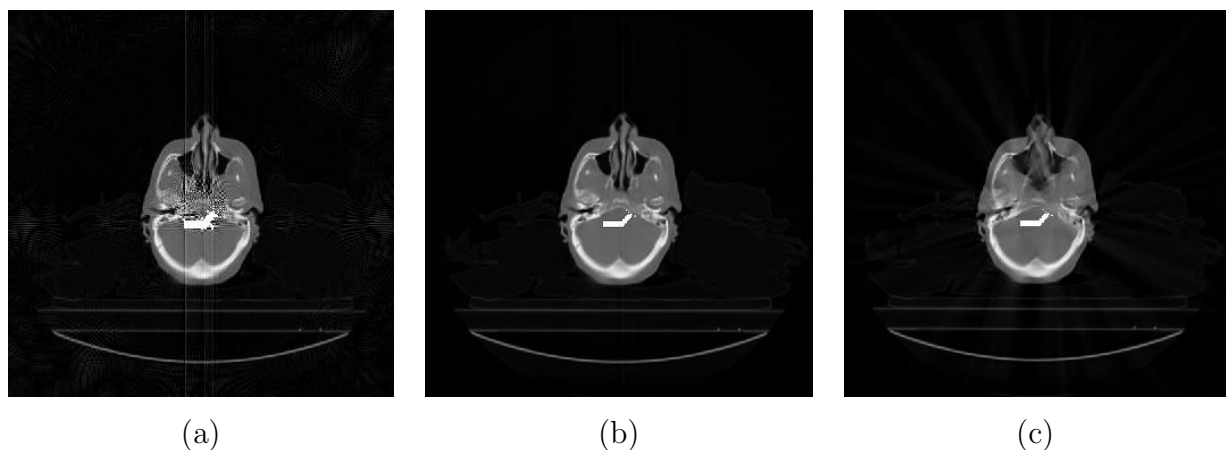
Imagens de CT de cabeça: (a) com região de alta densidade simbolizando dispositivo metálico e com os artefatos gerados na retroprojeção filtrada; (b) imagem reconstruída após subtração da região metálica no sinograma e adicionado da região metálica pós-retroprojeção; (c) imagem reconstruída após interpolação da região metálica no sinograma e adicionado da região metálica pós-retroprojeção.
